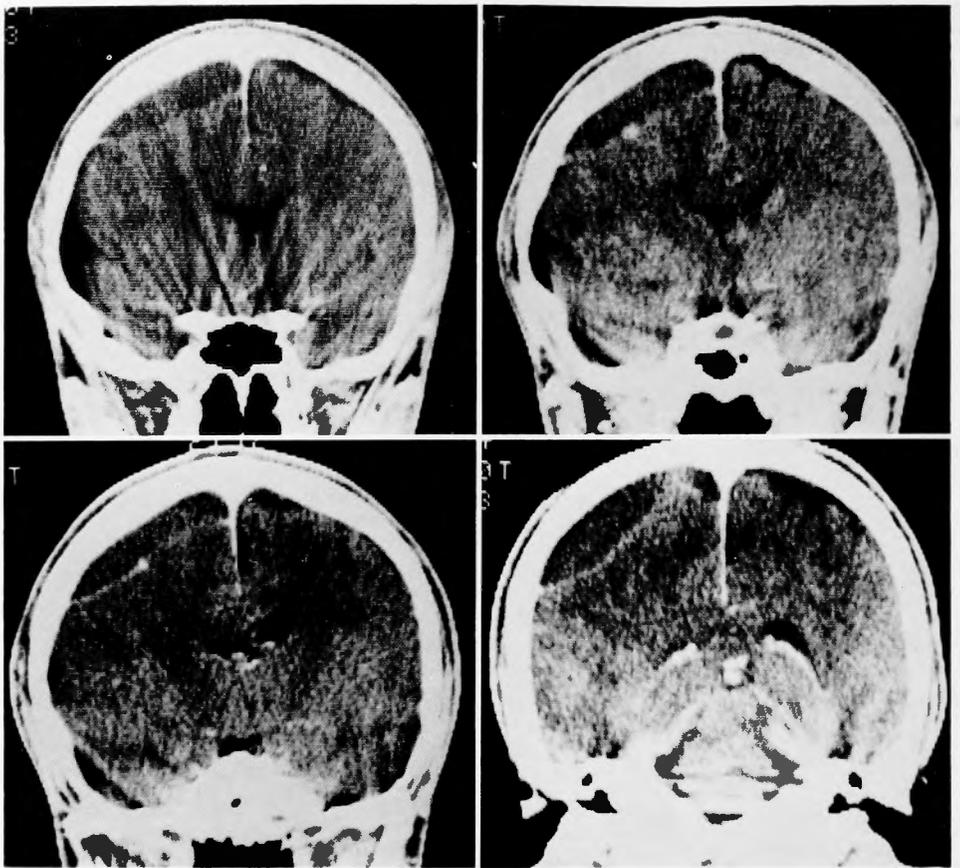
post contrast CT scan, coronal scan (9/Dec-83)
